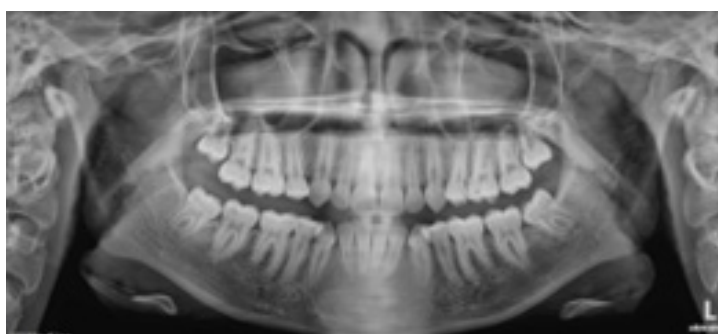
Ortopantomografia e Radiografia Panorâmica finais.
